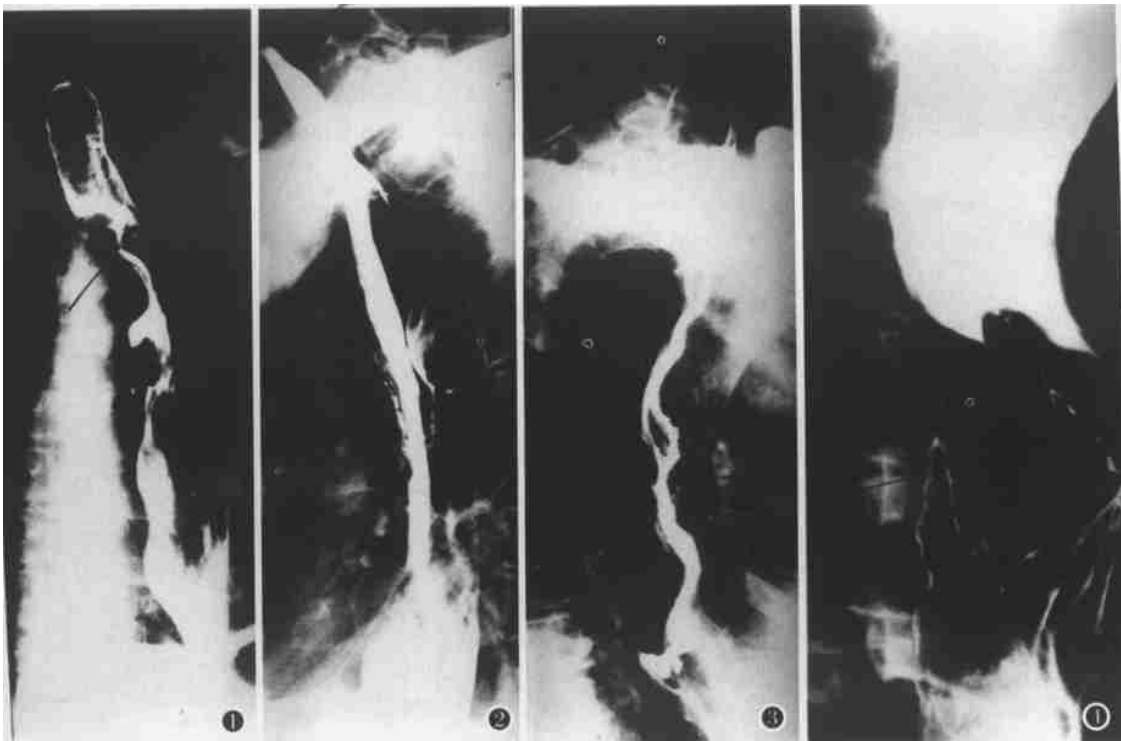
食管癌术后6月余。吻合口狭窄, 吻合口壁僵硬、毛糙, 病变向残段食管扩展。 图2 食管癌术后4月余。胸胃出现外压改变, 边缘清晰、规则。经CT证实为纵隔肿块。 图3 与图2为同一病人, 2月后复查。外压更加明显, 胸胃内示肿块影, 粘膜增粗、紊乱, 局部胃壁僵硬。 图4 食管癌术后1年余。胸胃内示直径约 5.0cm 充盈缺损, 粘膜破坏, 胃壁僵硬。
